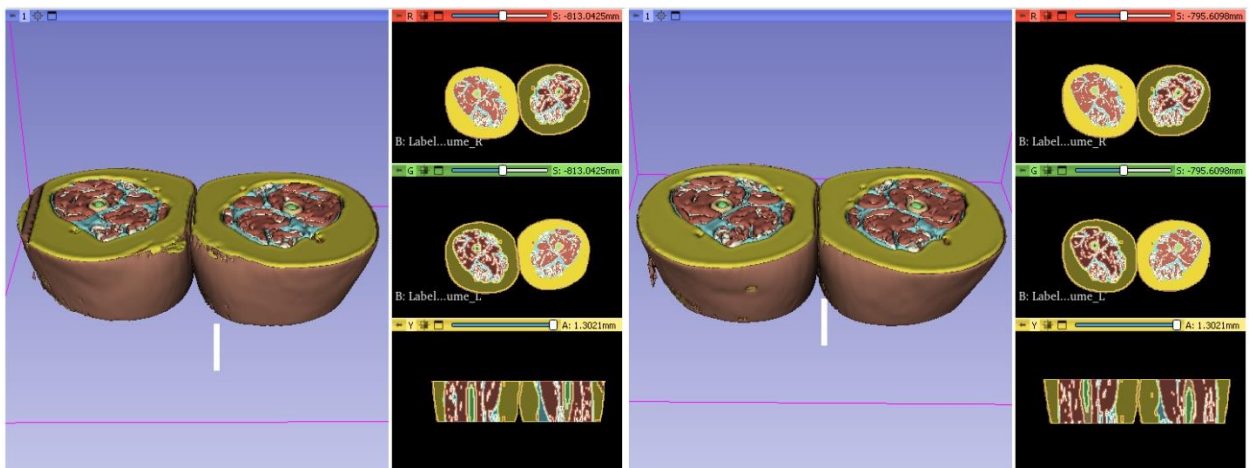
Segmentazioni eseguite su immagini RM di due esami eseguiti una alla diagnosi (sinistra) e una al controllo (destra), eseguiti ad una distanza di 3 mesi su paziente di 13 anni affetto da sarcoma di Ewing alla teca cranica frontale.
